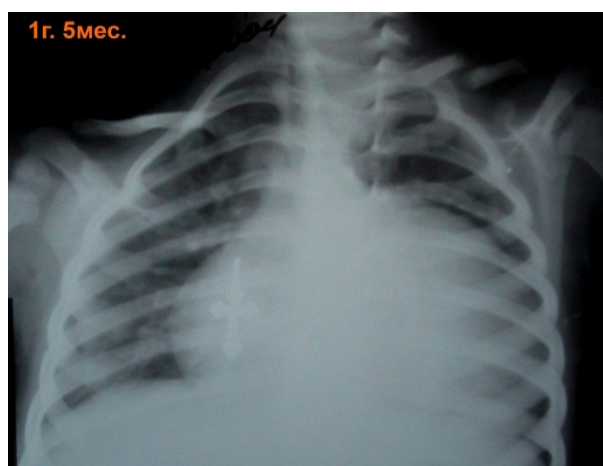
Обзорная рентгенография грудной клетки в возрасте 1 год 5 месяцев – на левый контур сердца наслаивается тень объемного образования
